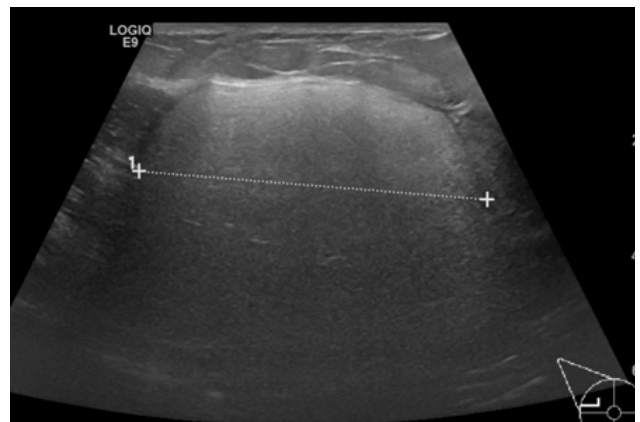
A ecografia realizada na mesma altura (um ano após a inicial) mostra lesão bastante hiperreflectiva, com atenuação em profundidade, mantendo ecoestrutura homogênea.
